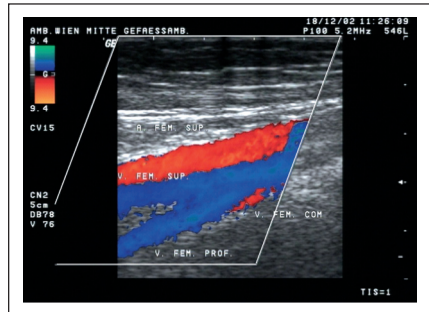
Farbdopplersonographische Darstellung der V. fem. sup. sowie der begleitenden Arterie und der V. fem. prof. im Längsschnitt
